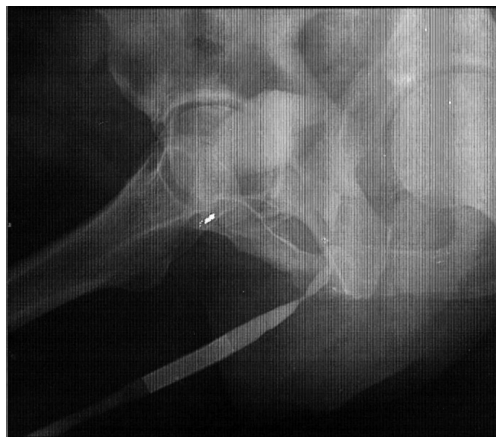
Обзорная рентгенограмма. Миграция стента дистальнее стриктуры бульбозного отдела уретры
